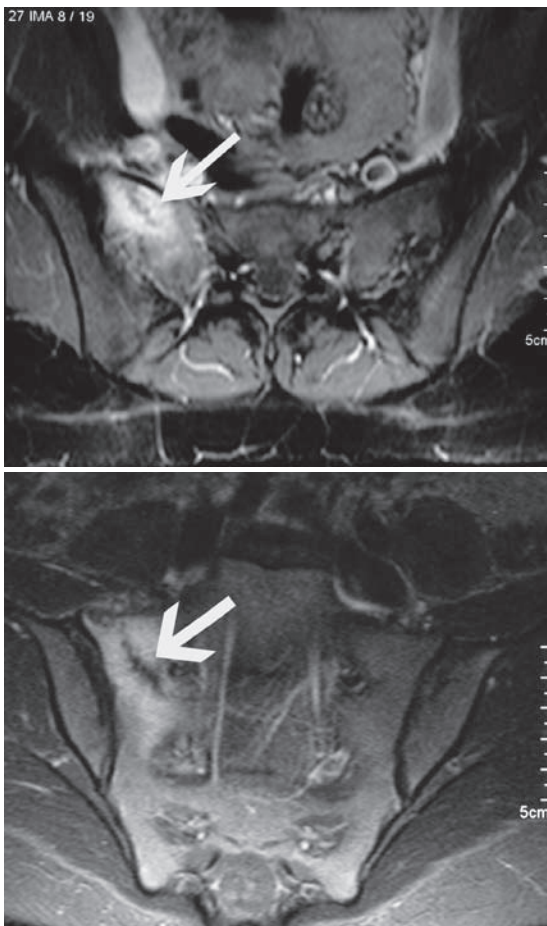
Stressfraktur des rechten Kreuzbeins in der Kernspintomographie bei negativem Röntgenbild bei einer ambitionierten Läuferin (140 km/Woche) [4].
